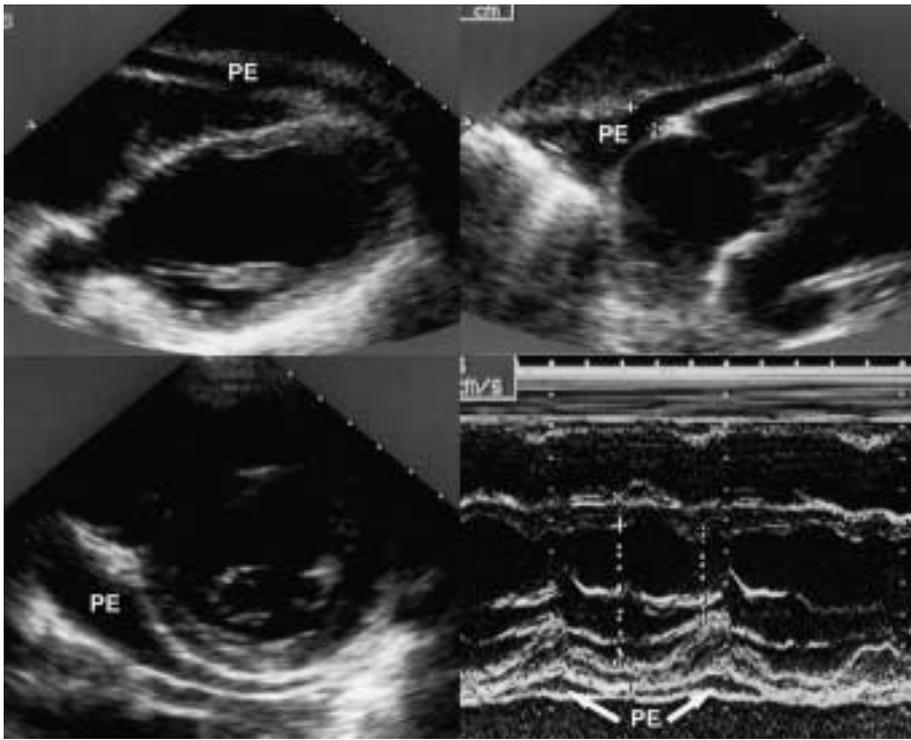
Echokardiogramme des kleinen zirkulären Perikardergusses, sichtbar in allen Projektionen.
